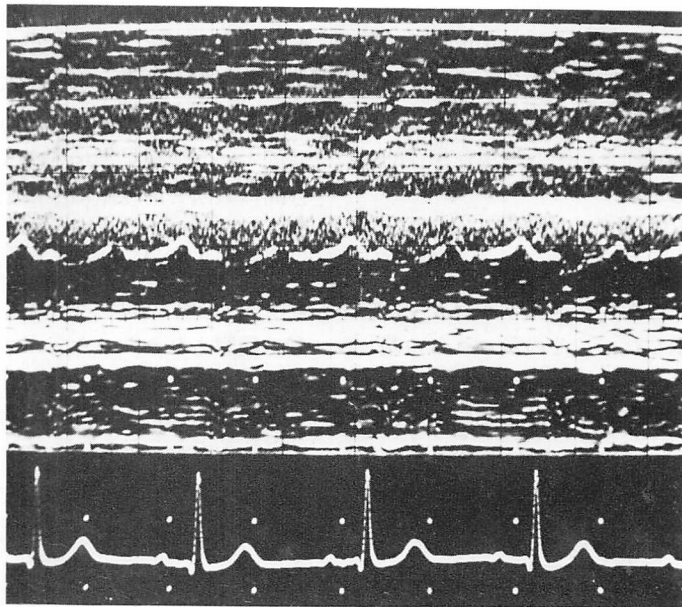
M-mode echocardiogram of an oscillating flap in Case 1.
